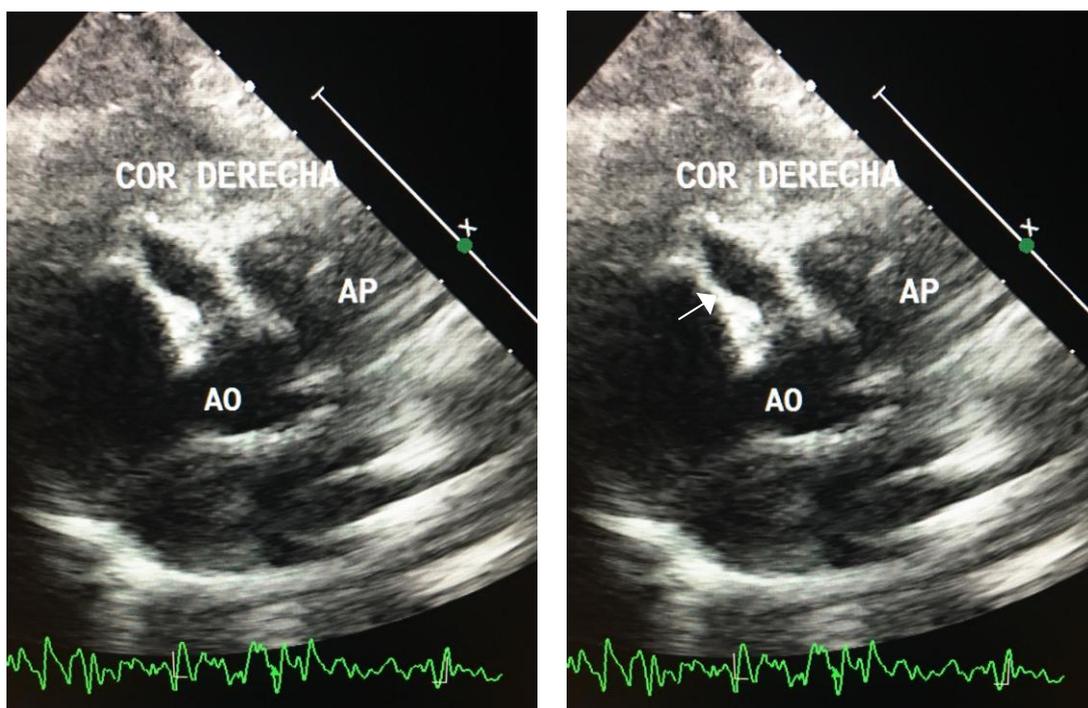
Figura # 8. A. Ecocardiograma bidimensional eje corto para esternal, B. Evidencia de aneurisma en Arteria coronaria derecha la flecha indica el aneurisma, AO Aorta, AP A. Pulmonar. (Cortesía Dra. Gordillo)
